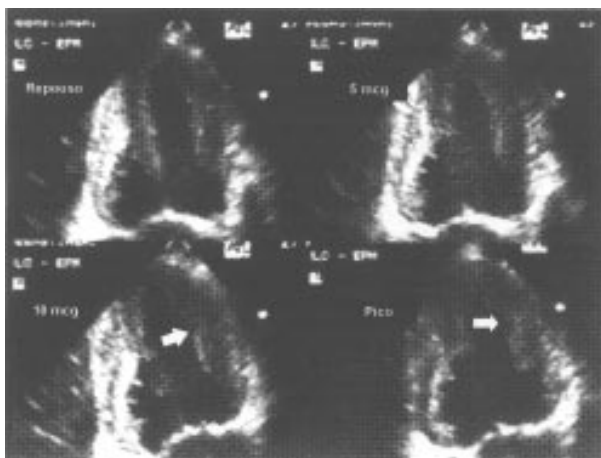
Exemplo da disposição das imagens em tela quádrupla de ecocardiograma com estresse pela dobutamina associada à atropina mostrando o plano apical de duas câmaras com as imagens em repouso dispostas no quadrante superior esquerdo, doses baixas de dobutamina no quadrante superior direito e inferior esquerdo e pico de infusão de dobutamina no quadrante inferior direito. Observa-se hipocinesia da parede anterior no pico de infusão de dobutamina com o sinal do "degrau" (seta).
